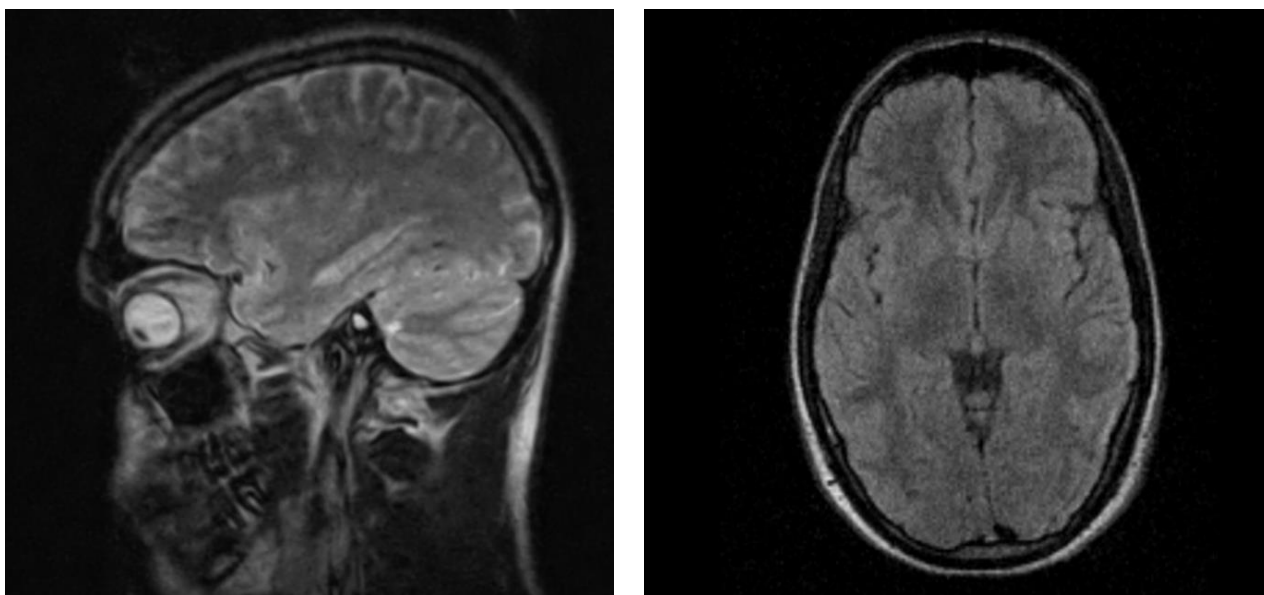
Resonancia Magnética Nuclear de cráneo, sin alteraciones.
